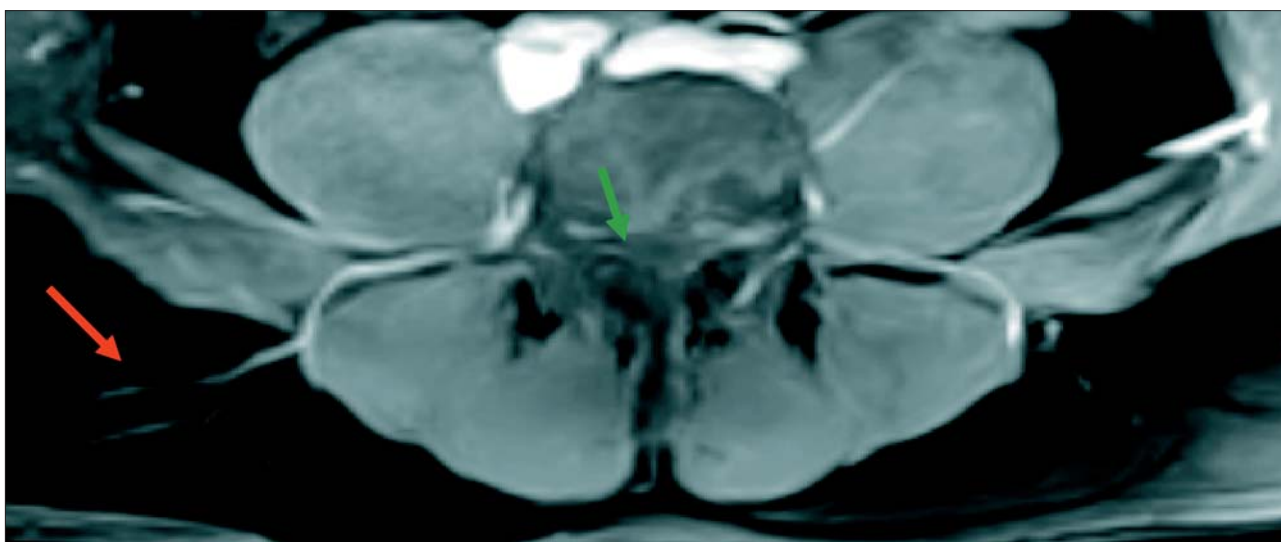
Immagine angio-RM assiale: marcato enhancement venoso dopo somministrazione di gad-DTPA, a livello dei vasi mio-fasciali superficiali sin (freccia rossa); inconsueto enhancement venoso monolaterale dx del plesso epidurale posteriore (freccia verde) in paziente con reticolo venoso superficiale e lombalgia cronica
